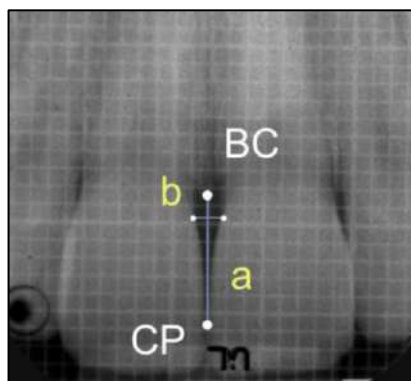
Radiographie rétro-alvéolaire de deux incisives centrales maxillaires et des mesures qui définissent les dimensions de l'espace interdentaire (34).
